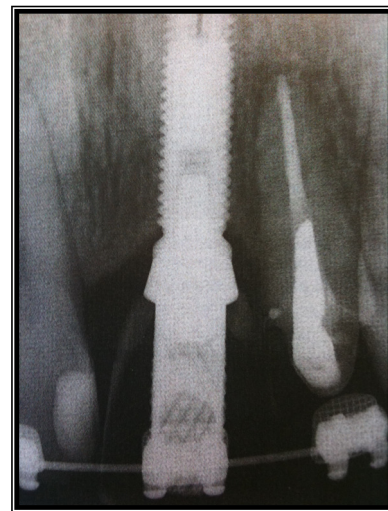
Radiographie montrant l'implant
